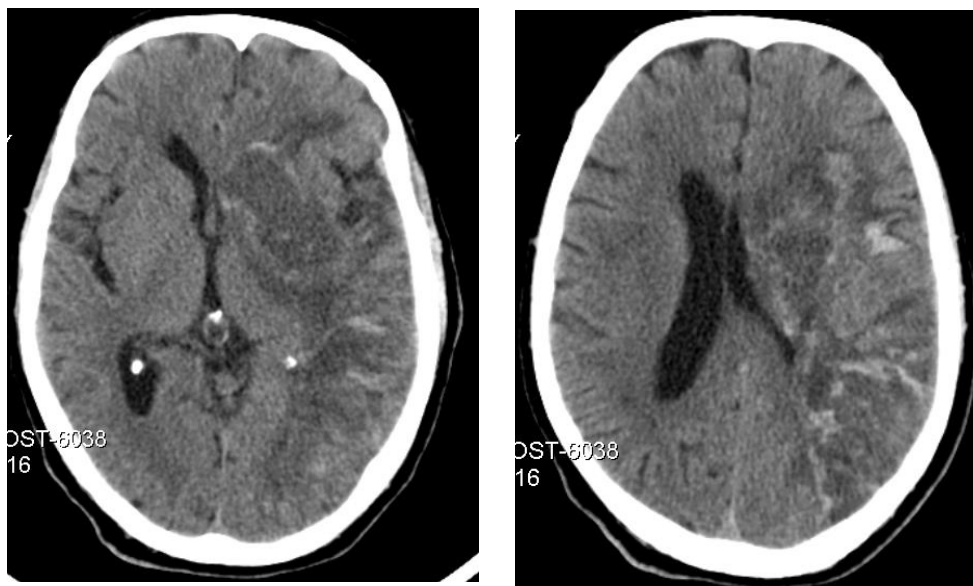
Imagens de TAC do Caso 3
